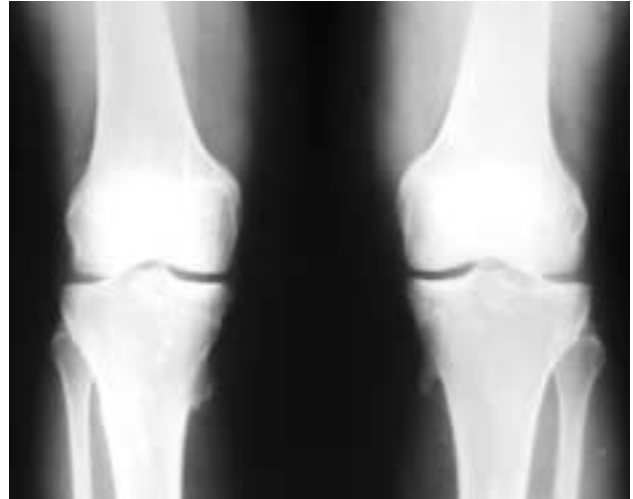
Radiografía de la rodilla de la madre del paciente: focos de esclerosis lenticular en epífisis y metáfisis de fémur, tibia y peroné. Osteocondromas tibiales.
